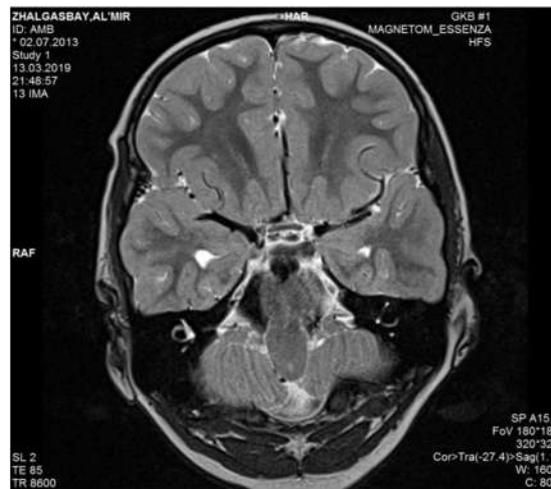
МРТ головного мозга (рисунок 1, 2), демиелинизирующие очаги (активные в T2-режиме и FLAIR) в белом веществе передних отделов мозга
